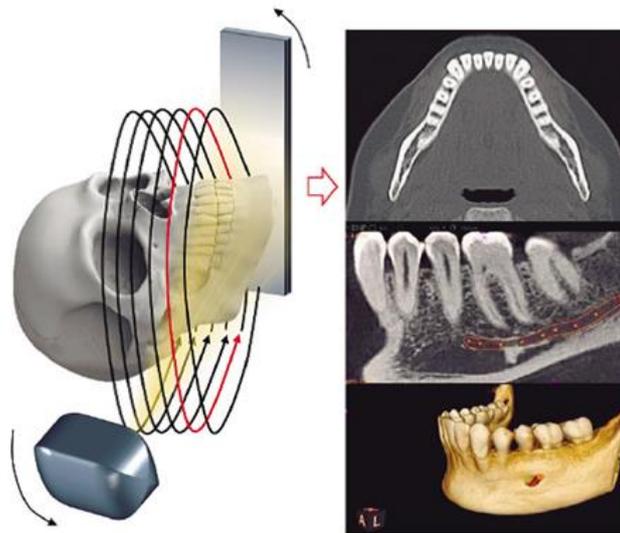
Tomografía computarizada de haz cónico (CBCT). (Ubeda, C. 2018)
